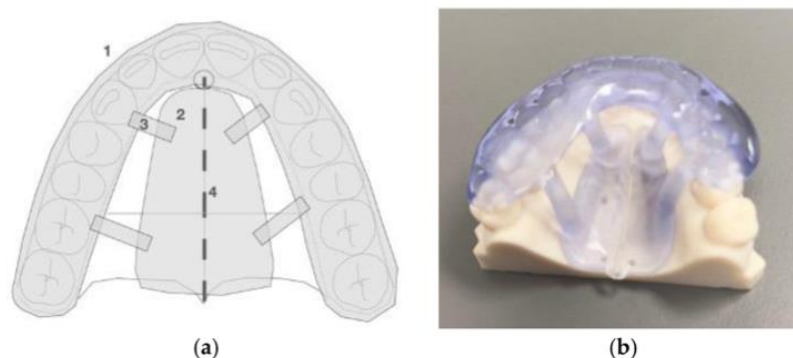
Guida chirurgica personalizzata stampata in 3D per la pianificazione e l'esecuzione delle piezocorticotomie palatali assistite da MARPE. La guida è progettata mediante integrazione dei dati CBCT e dei file STL, consentendo il posizionamento preciso delle corticopunture in relazione all'anatomia individuale del paziente. (Koval S, Kolesnyk V, Chepanova D, et al. *Applications of the Novel Midpalatal Piezocorticotomy 3D-Printed Guide for MARPE-Assisted Midfacial Expansion*. *J Clin Med*. 2025;14(13):4728. doi:10.3390/jcm14134728.)
